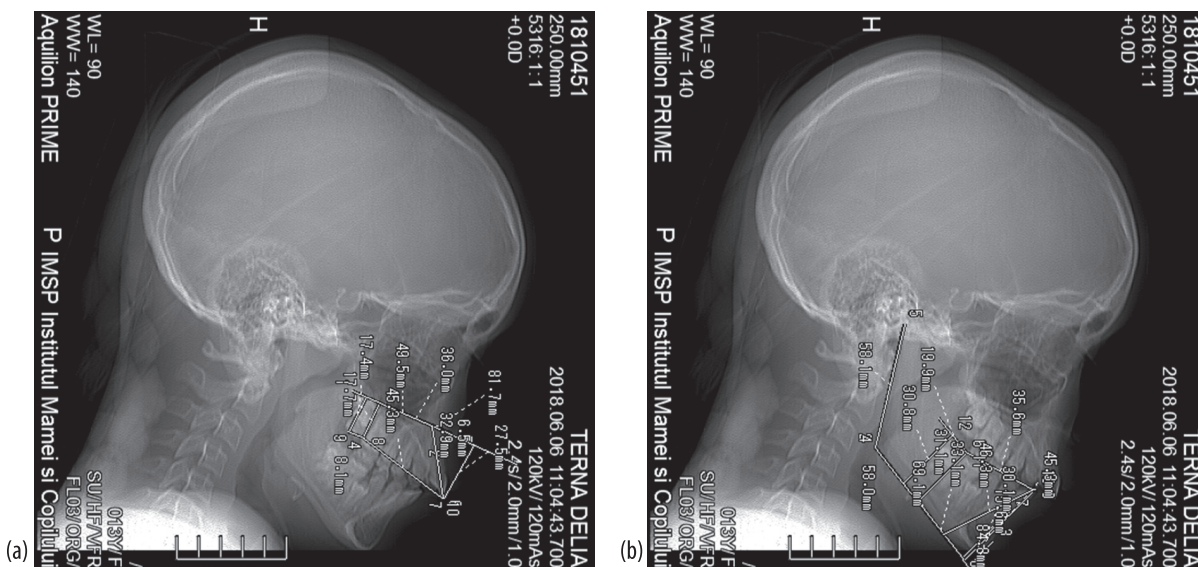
Tomografia computerizată pe secțiune sagitală a pacientei Terna D., 13 ani cu anomalii dento-maxilară clasa II Angle și paraliza cerebrală infantilă (parametrii maxilarului superior-A, parametrii mandibulei-B).
